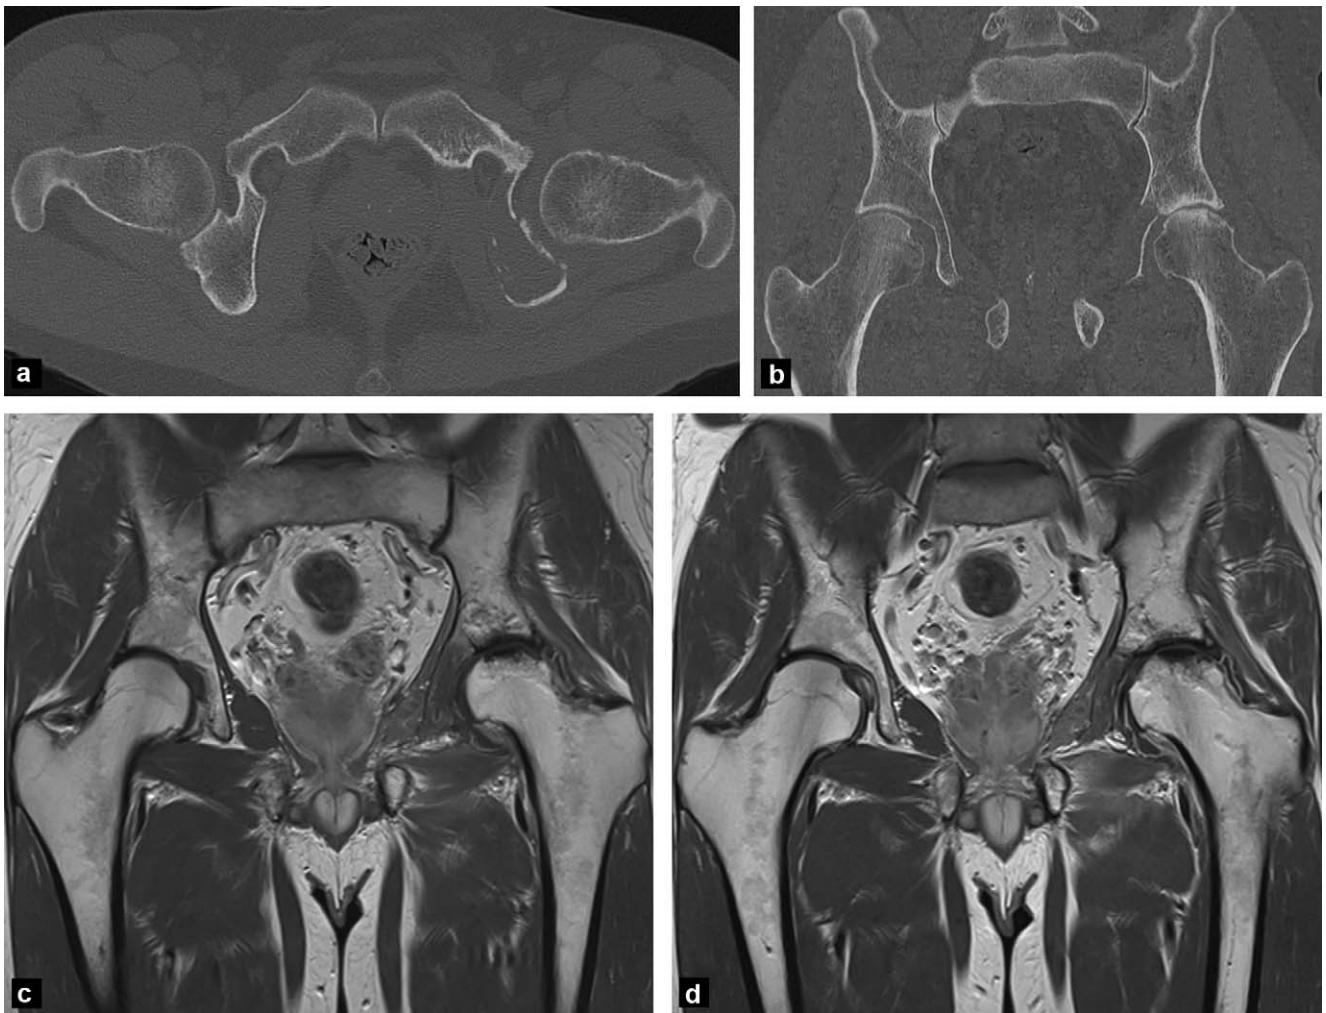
Évolution défavorable d'une fissure par insuffisance osseuse ou nécrose, de la tête fémorale gauche chez un patient de 40 ans ayant eu une irradiation de l'aile iliaque gauche pour un plasmocytome multiple. a : image scanner en coupe axiale, fenêtre osseuse, montrant l'ostéolyse iliaque gauche avec relatif respect des corticales (plasmocytome traité, en rémission) ; b : image scanner, plan coronal, fenêtre osseuse, montrant la perte de sphéricité de la tête fémorale gauche, une ligne claire sous-chondrale de la tête fémorale assez latérale, et des signes d'arthrose coxofémorale secondaire (pincement médial, condensation sous-chondrale des deux berges articulaires) ; c et d : IRM, images coronales T1 après injection de gadolinium montrant l'absence de prise de contraste de la bande en hypersignal sous-chondral de la tête fémorale.
